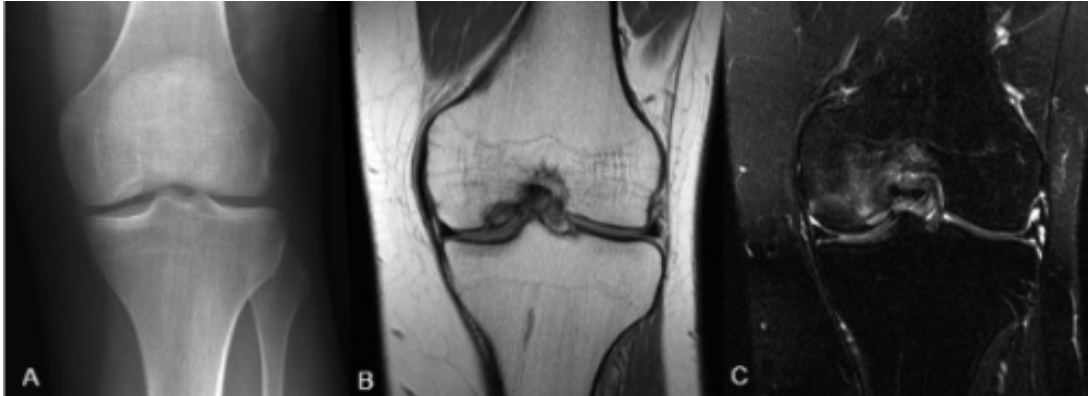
Radiografía de rodilla frente (A), secuencia T1 y DP FAT SAT en plano coronal (B y C). Fragmento osteocondral desprendido no desplazado en el aspecto inferomedial del cóndilo femoral medial, de acuerdo con la osteocondritis disecante grado III. Fuente: Osteochondritis dissecans, Radiopaedia; Apr 2025.
